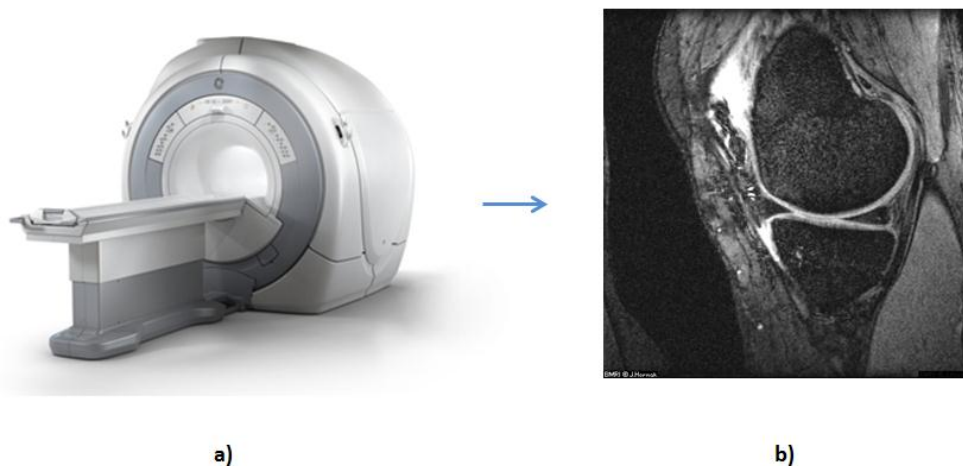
a) Machine moderne d'IRM. b) exemple de coupe 2D du genou avec ce type de machine
